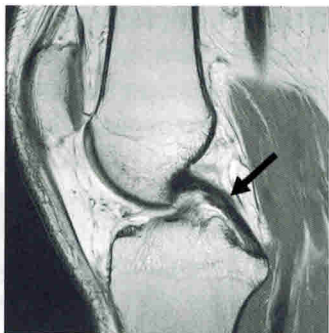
МРТ коленного сустава в сагиттальной плоскости, демонстрирующая интактную ЗКС
